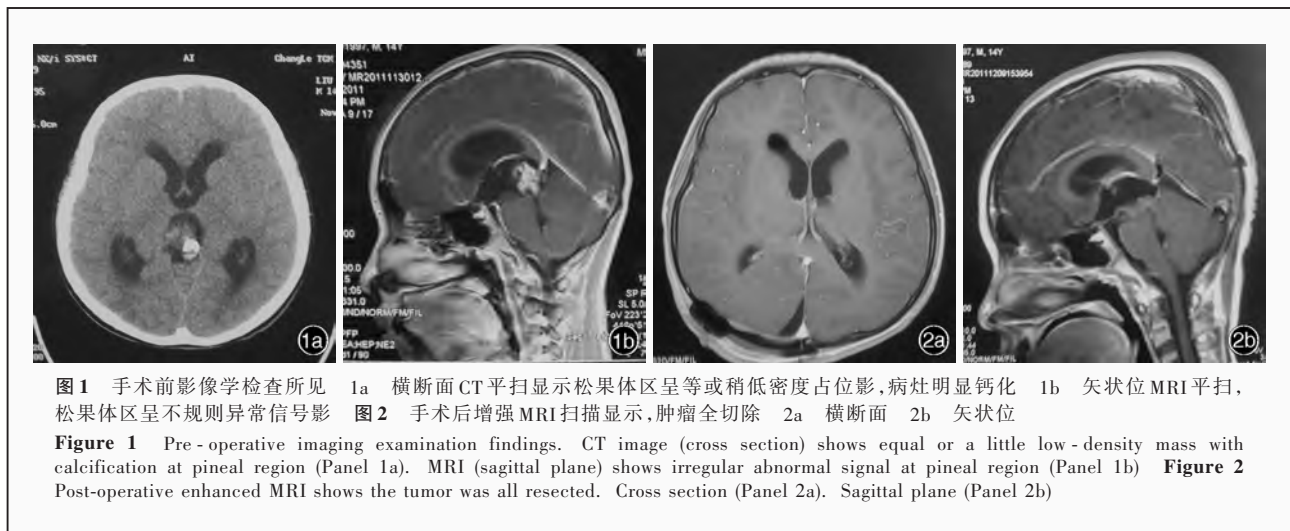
手术前影像学检查所见 1a 横断面CT平扫显示松果体区呈等或稍低密度占位影,病灶明显钙化 1b 矢状位MRI平扫,松果体区呈不规则异常信号影 图2 手术后增强MRI扫描显示,肿瘤全切除 2a 横断面 2b 矢状位
